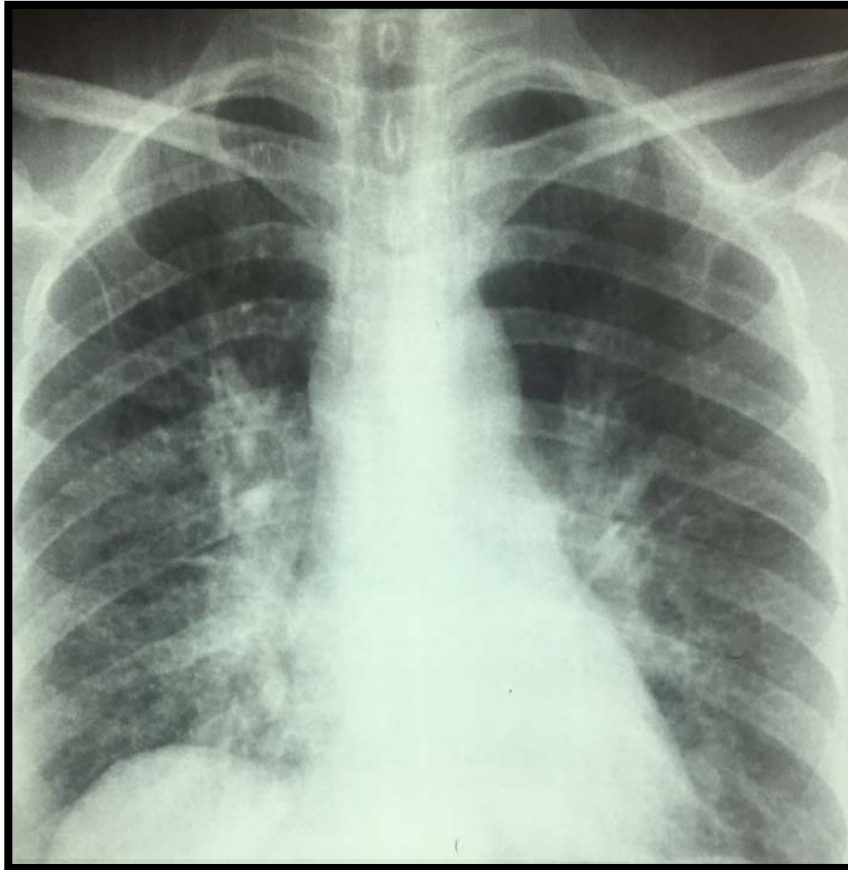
Radiographie thoracique de face : Adénopathies hilaires bilatérales, stade I de la sarcoïdose
